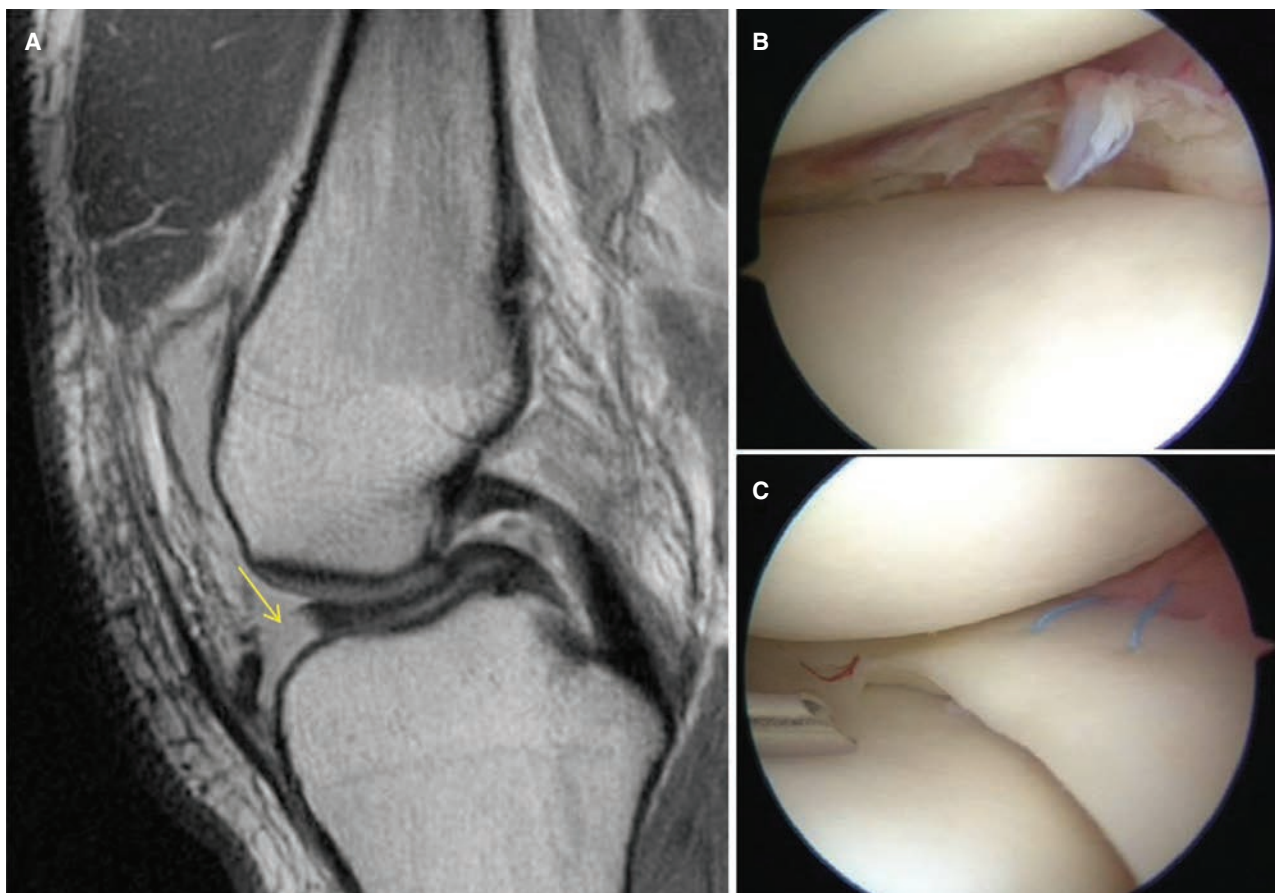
Estudio imagenológico y tratamiento del desgarro lateral de la rodilla y del menisco. A. Imagen de resonancia magnética sagital con ponderación en T2 de la rodilla en que se observa un desgarro del menisco con desplazamiento lateral, en "mango de cubeta" (flecha). B. Imagen artroscópica en que se detecta el borde restante del menisco lateral antes de ser reducido y después de fijación del fragmento desgarrado en mango de cubeta. C. Imagen artroscópica después de reducido el segmento desgarrado y fijado al segmento restante del menisco y la cápsula lateral por medio de puntos de sutura.
